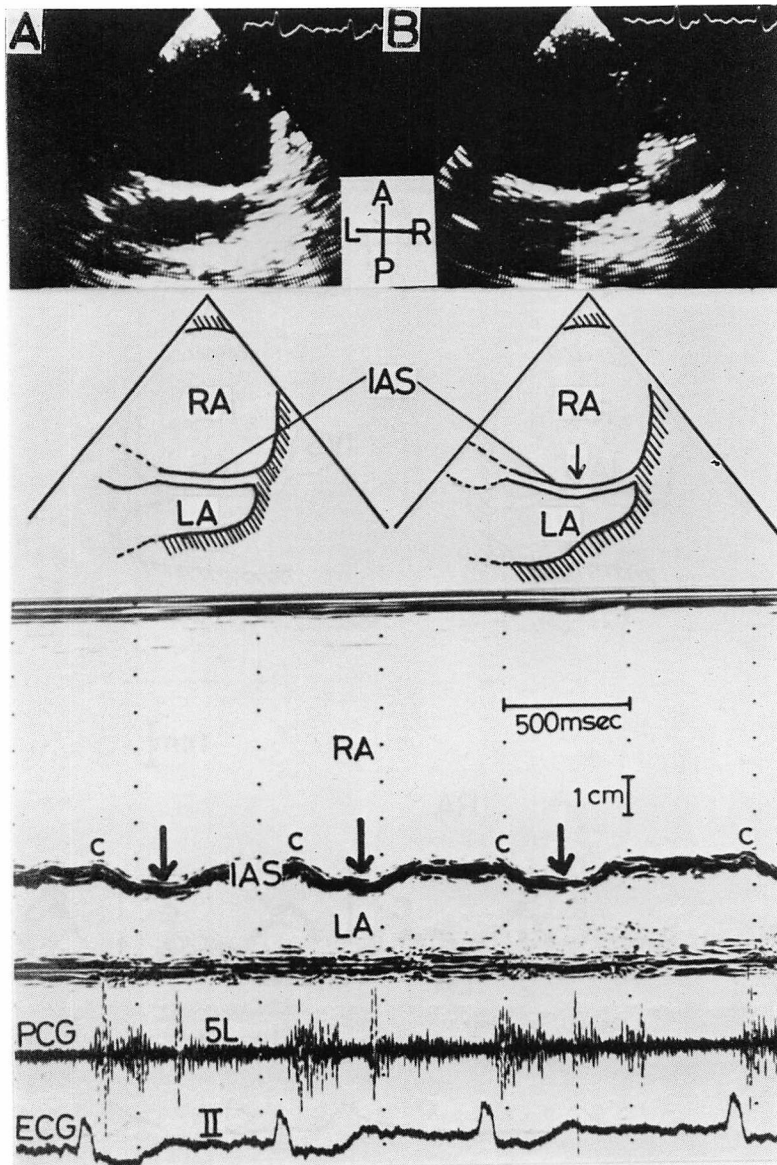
Echocardiogram of the interatrial septum from a patient having Ebstein's anomaly and tricuspid regurgitation (Patient 1).
